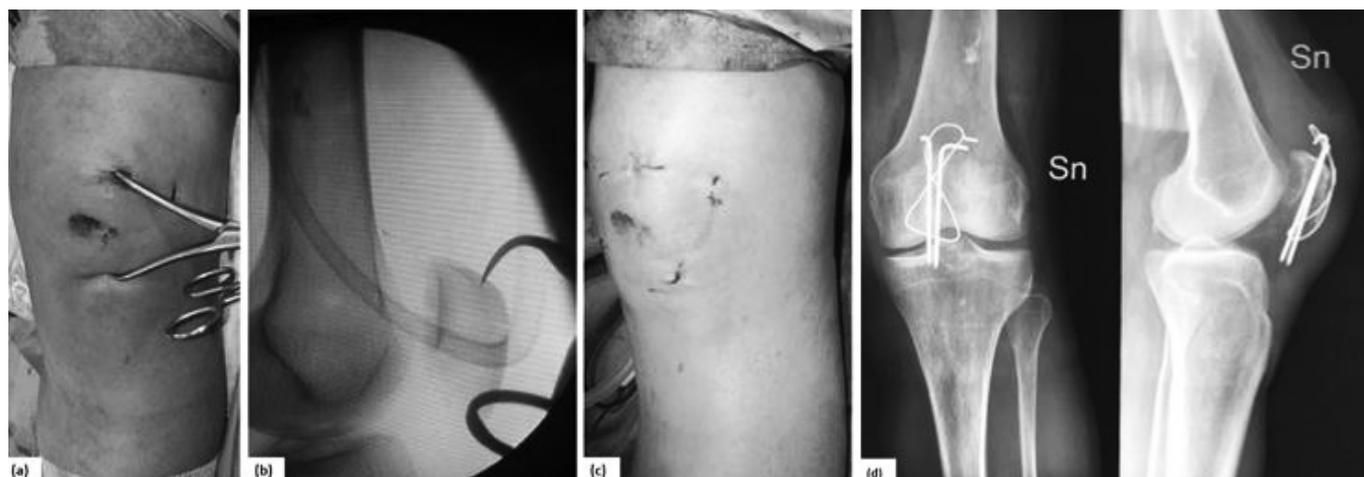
paziente donna di 67 anni. (A) riduzione percutanea della frattura; (B) controllo in scopia; (C) incisione chirurgica alla fine dell'intervento; (D) radiografia post-operatoria
